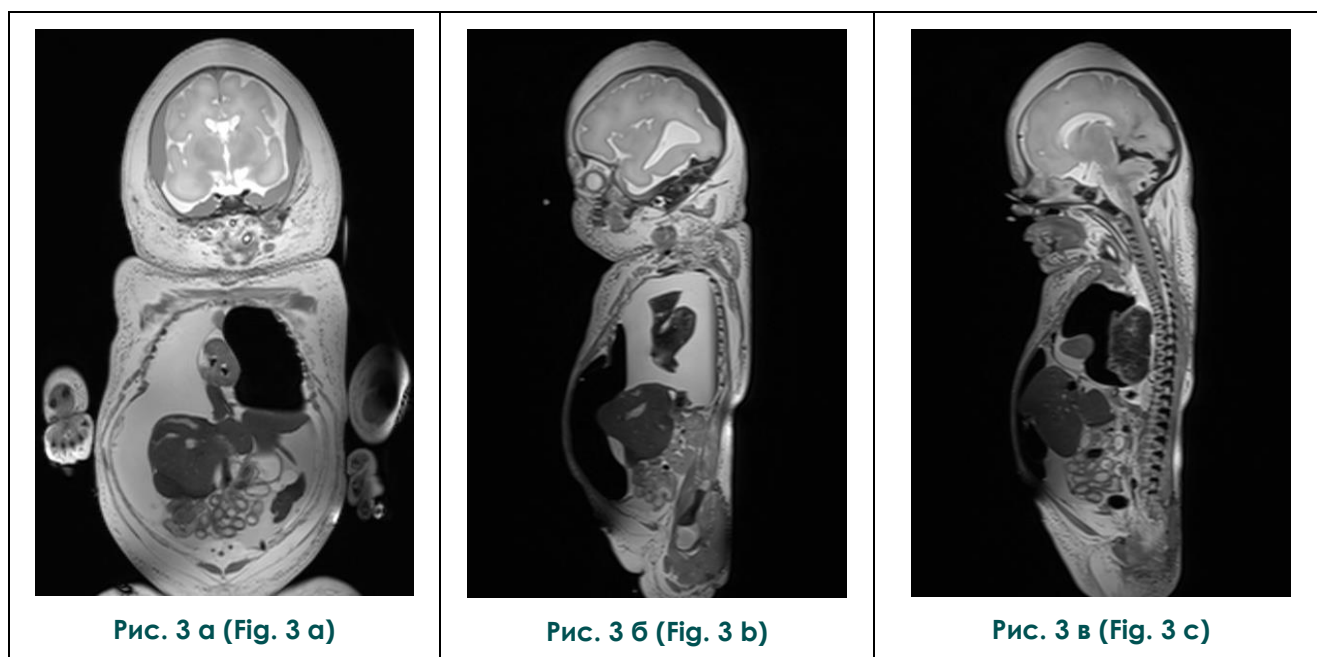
Посмертные МР-томограммы тела новорожденного, T2-ВИ; а – корональная плоскость; б, в – сагиттальная плоскость.
